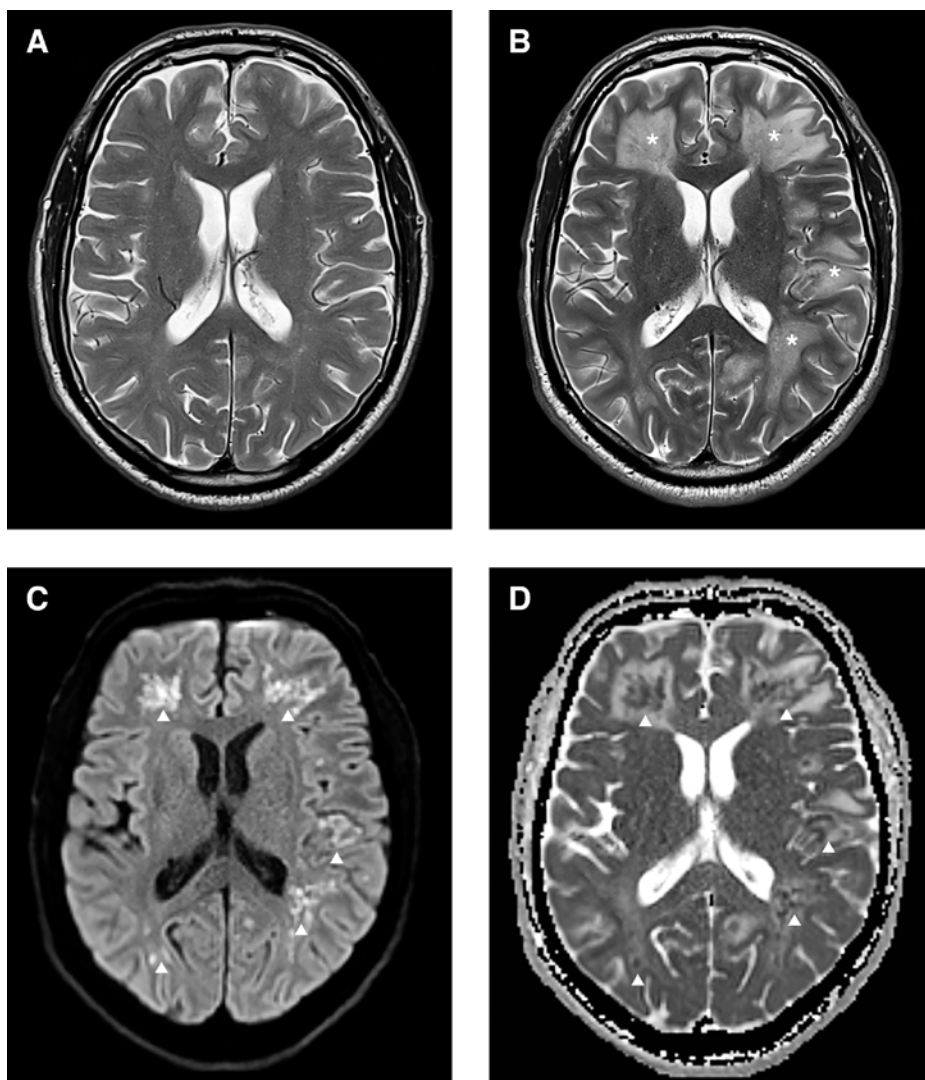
A/B) Imagerie par résonance magnétique en pondération T2, coupes axiales: situation lors (A) de la présentation initiale et diagnostic d'un accident vasculaire cérébral ischémique, ainsi que (B) 4 semaines plus tard, après la deuxième crise d'épilepsie, et mise en évidence d'hyperintensités multifocales rapidement progressives de la substance blanche (*). C/D) Imagerie par résonance magnétique, coupes axiales, 4 semaines après la présentation initiale, en séquence (C) pondérée en diffusion (DWI) et (D) coefficient de diffusion apparent (ADC): les pointes de flèches montrent la restriction de diffusion dans les zones pathologiques de la substance blanche.
